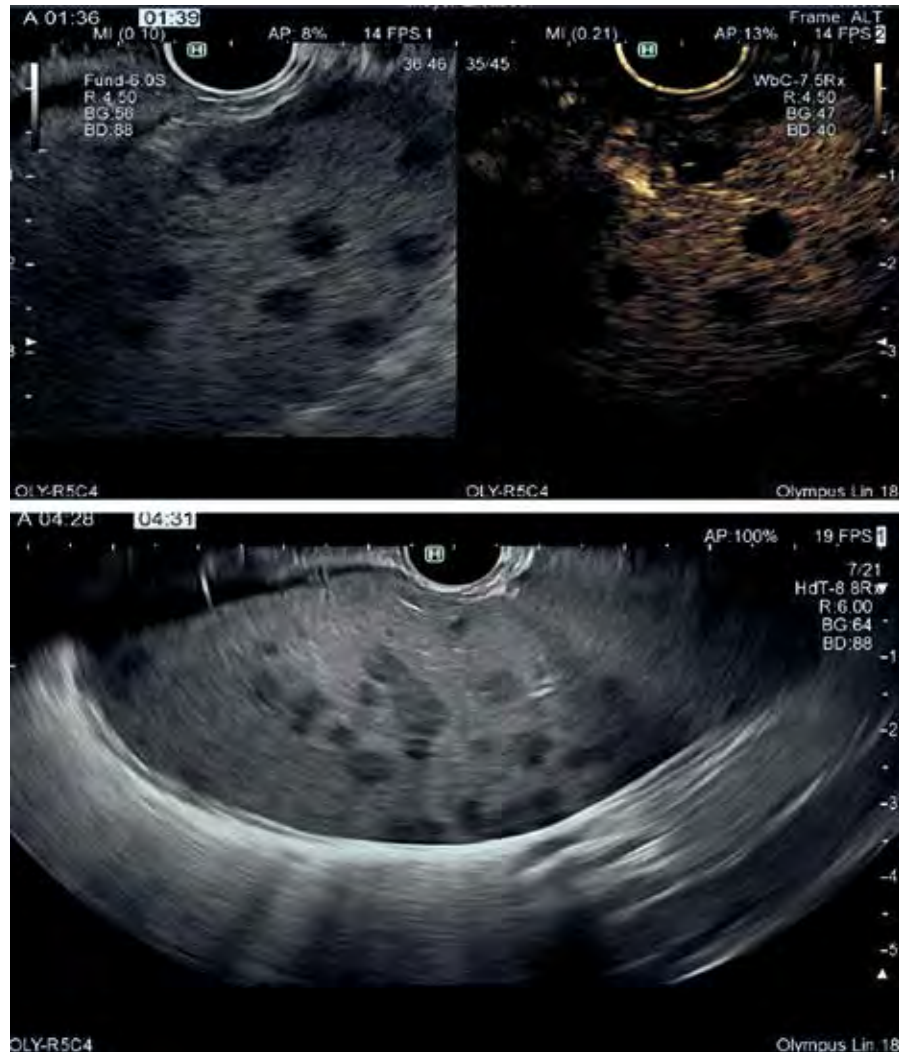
+2: In der kontrastverstärkten Endosonografie zeigen sich die Milzherde in der arteriellen Phase und Parenchymphase mit hypoechogenem Enhancement (oben). Darstellung der Milz in der longitudinalen Endosonografie (unten).
